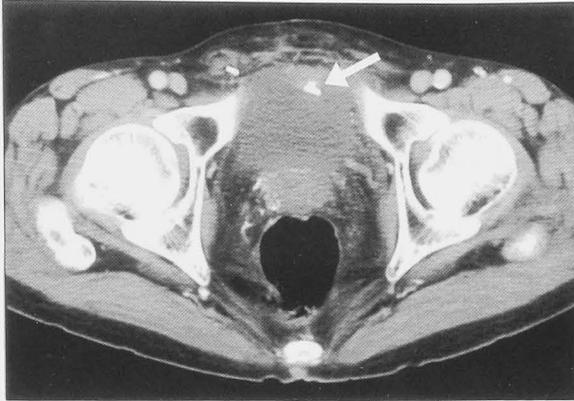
Pelvic plain CT reveals a stone at the bladder dome.
